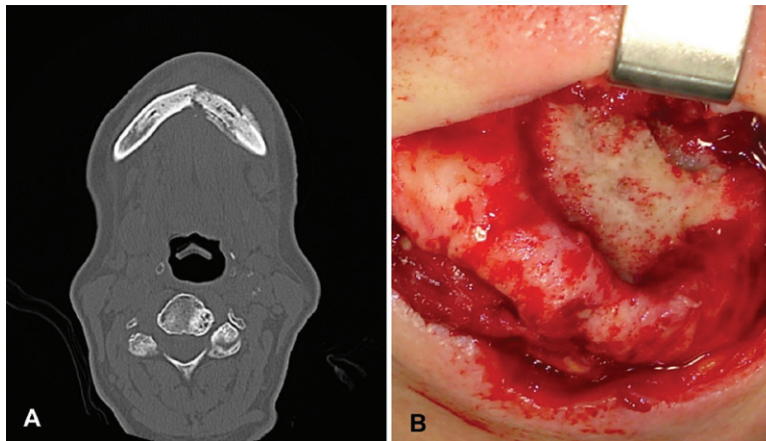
A- Tomografia Computadorizada em corte axial de paciente do gênero feminino, com história de Câncer de Mama, submetida a tratamento com Ácido Zoledrônico há 12 anos, evidenciando alteração de trabeculado ósseo da mandíbula (eburnificação)
